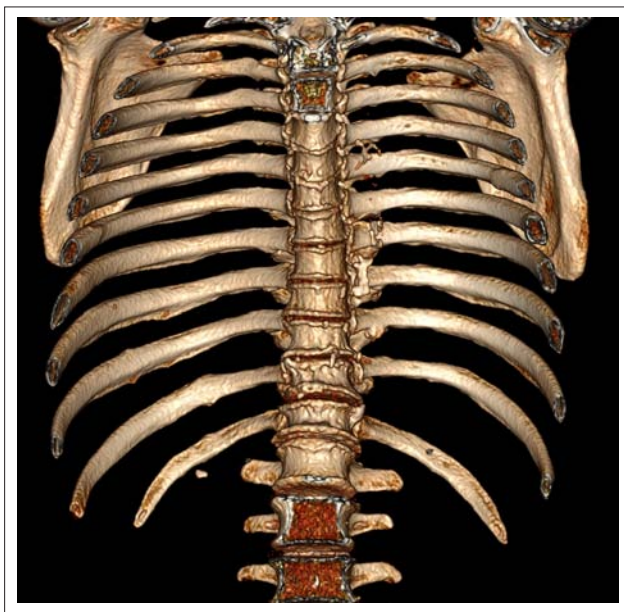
Компьютерная томограмма пациента Ф., 70 лет. Объемная реконструкция. Определяются консолидированные переломы передних отрезков 10–12 ребер справа
